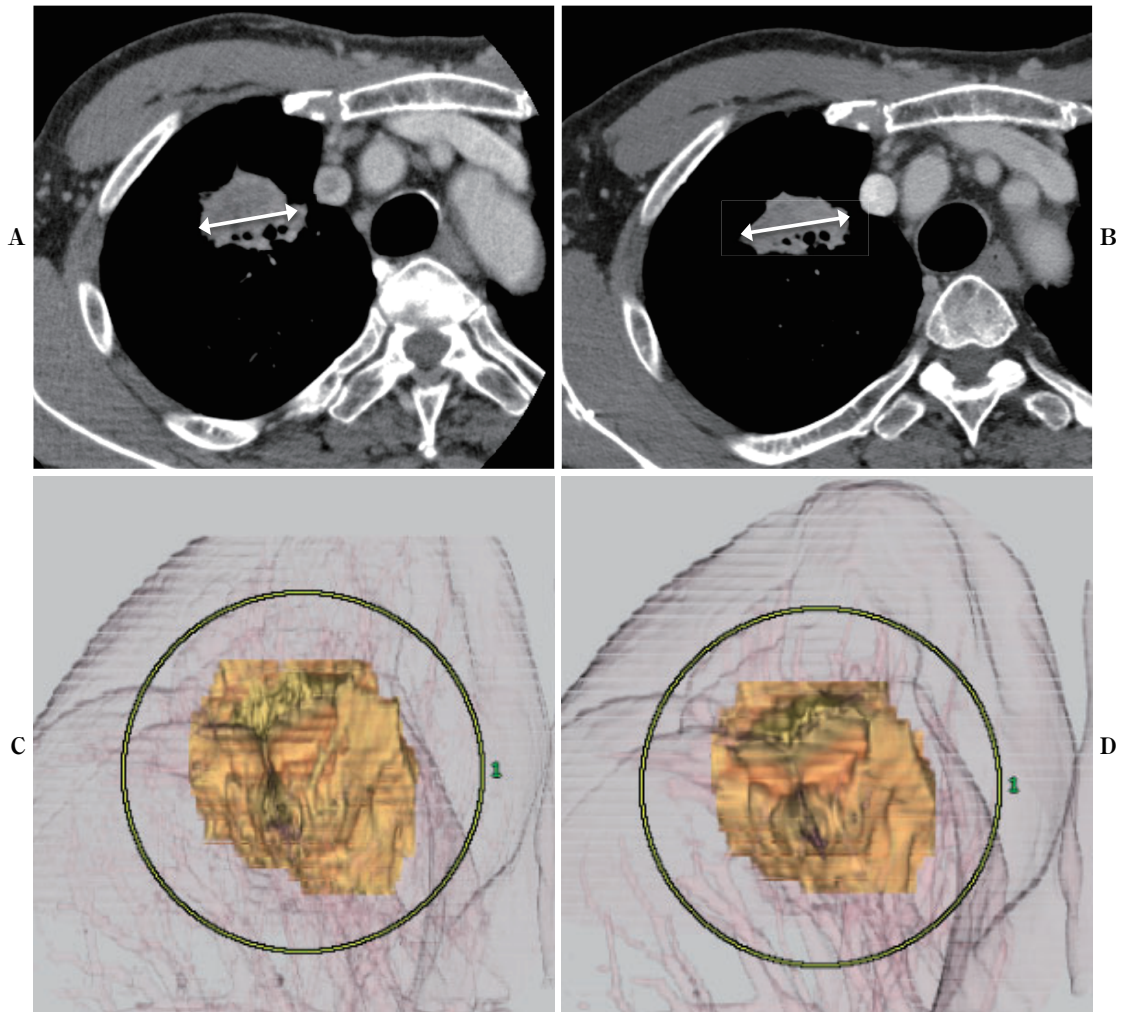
CT images from a 66-year-old man with lung cancer (adenocarcinoma, T2aN3M1b, stage IVA). (A) The CT image obtained before chemotherapy shows a heterogeneously enhanced mass in right upper lobe (longest diameter: 34 mm). (B) The CT image after 2 courses of chemotherapy (carboplatin and pemetrexed) shows no change of the tumor's longest diameter (34 mm). (C) Volumetry of the tumor before chemotherapy: 19,359 mm³. (D) Volumetry of the tumor after 2 courses of chemotherapy: 13,886 mm³; tumor reduction rate: 28%. This decrease in volumetry reflects a response to chemotherapy, although it was regarded as SD based on RECIST.
